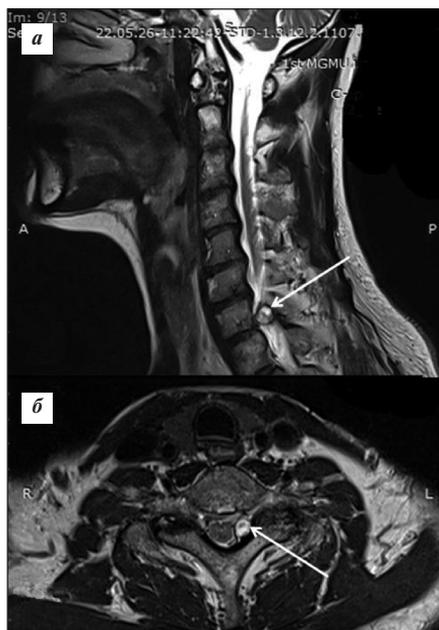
МРТ шейного отдела позвоночника пациента в сагиттальной (а) и аксиальной (б) проекциях в режиме T2.
